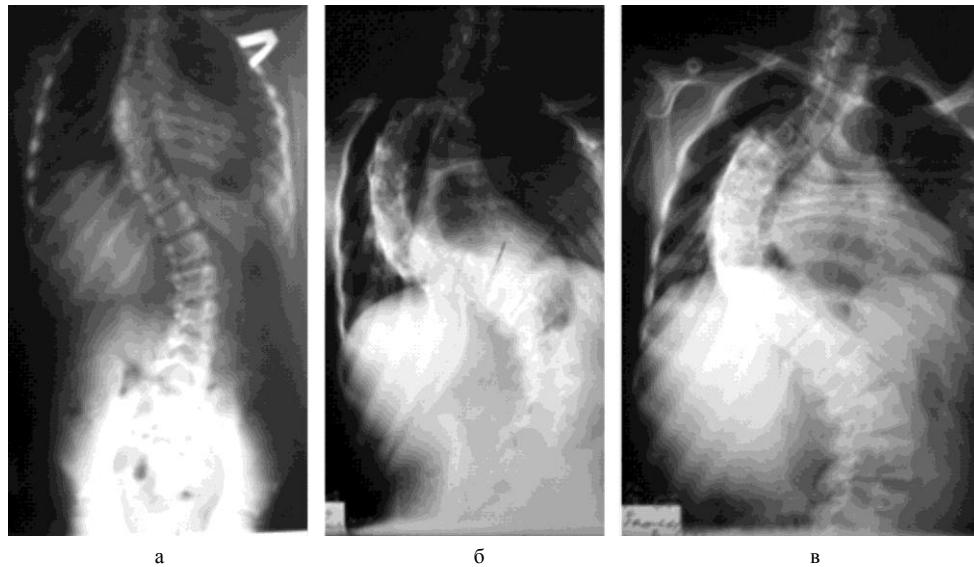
Рентгенограммы больной В.: а – в возрасте 12 лет; б – до операции, в возрасте 14 лет (сколиотический угол – 115°); в – во время тракции (угол уменьшился до 70°)
